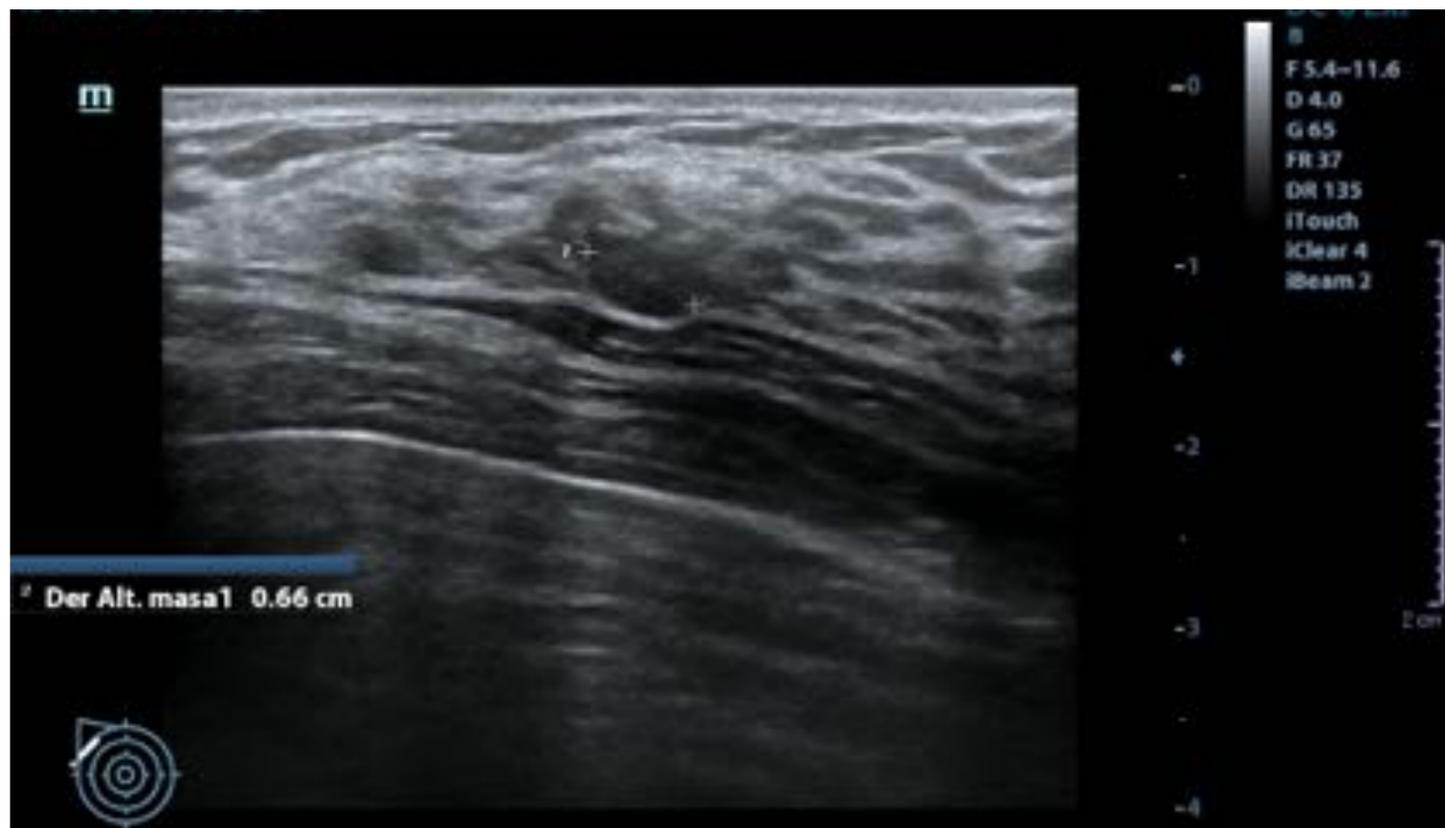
Paciente de 40 años que acude a su revisión anual por antecedentes familiares y mamas densas tipo C de la ACR. En la EM que se muestra en la imagen superior se observa un quiste y un nódulo de 6mm categorizado como BI-RADS 3 en EM. Sin embargo, en el plano axial del ABUS que se muestra en la imagen inferior, únicamente se observa el pequeño quiste. En la adquisición coronal se observan los dos nódulos con ecogenicidad similar por lo que se asignó BI-RADS 2 en la ecografía automática. Ejemplo de discordancia BI-RADS EM vs ABUS.
